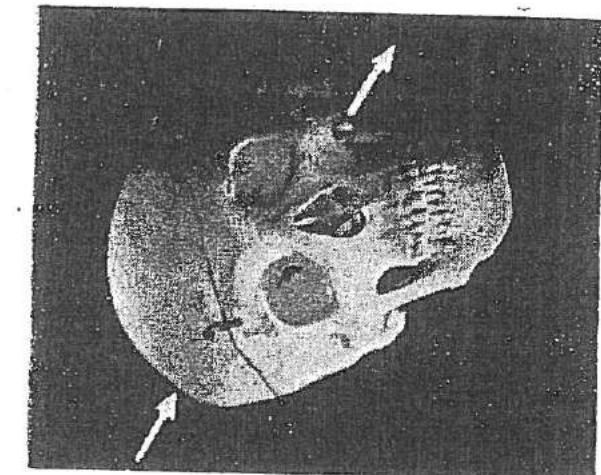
RC imclimală craniocaudală; întră la 7 cm deasupra orificiului auditiv extrem,iese prin orificiu auditiv extremitatea radiografică paralelă de radiografie și în lungime, fără că se extindă din mijlocul craniului. R — localizator Măsuri, fără că: 65 A.V., 160 M.A.S.
